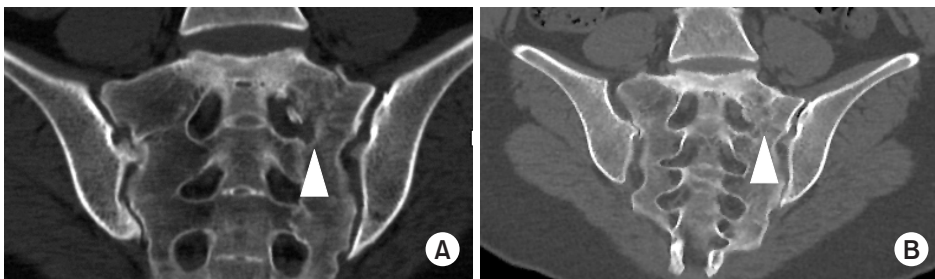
(A, B) Anteroposterior pelvic radiograph and 3-dimensional computed tomography (CT) shows a fracture at the left sacral ala, sacral foramina (white arrows) anterior acetabulum, and pubic ramus. Coronal (C), and axial (D) view of the CT image show S1 left foraminal encroachment by the fracture fragment (arrows).
